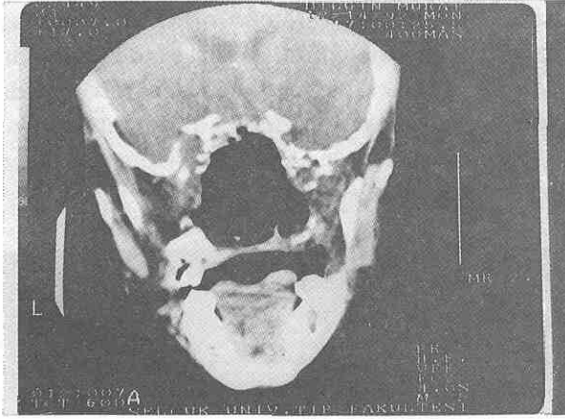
Operasyon öncesi ve sonrası aksiyal MR ve BT bulguları
